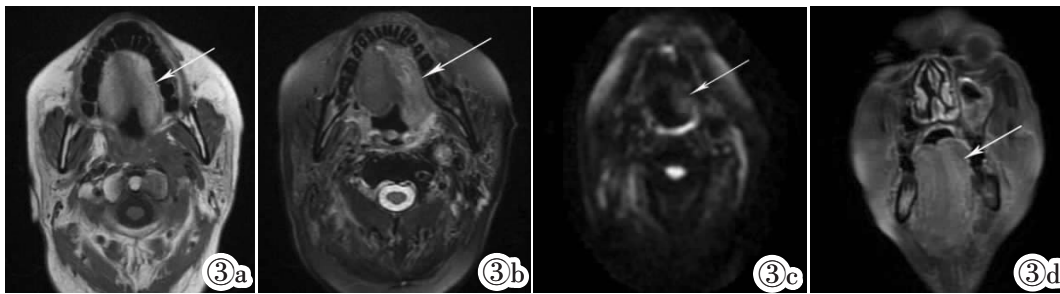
~3d 男, 64 岁, 鼻咽非角化型未分化癌并左侧舌肌 DML。图 3a: T<sub>1</sub>WI 示左侧舌肌萎缩, 可见脂肪替代信号。图 3b: T<sub>2</sub>WI 示左侧舌肌不均匀高信号。图 3c: DWI 示左侧舌肌稍
